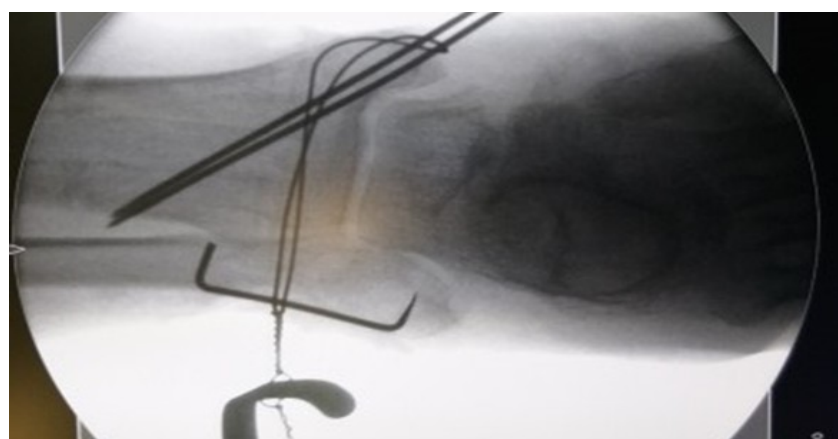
Рентгенография в прямой проекции при затягивании проволоки на наружной лодыжке
